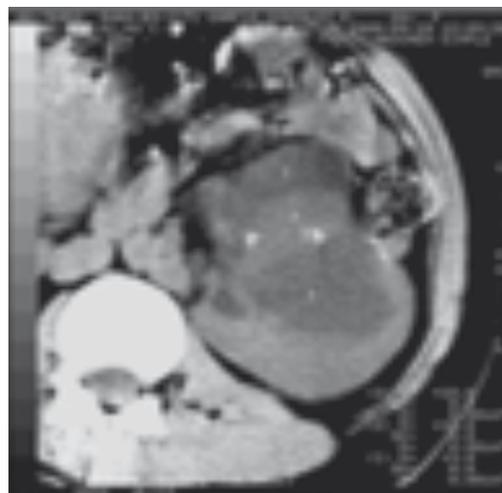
Tomografía renal con tumor sólido.
